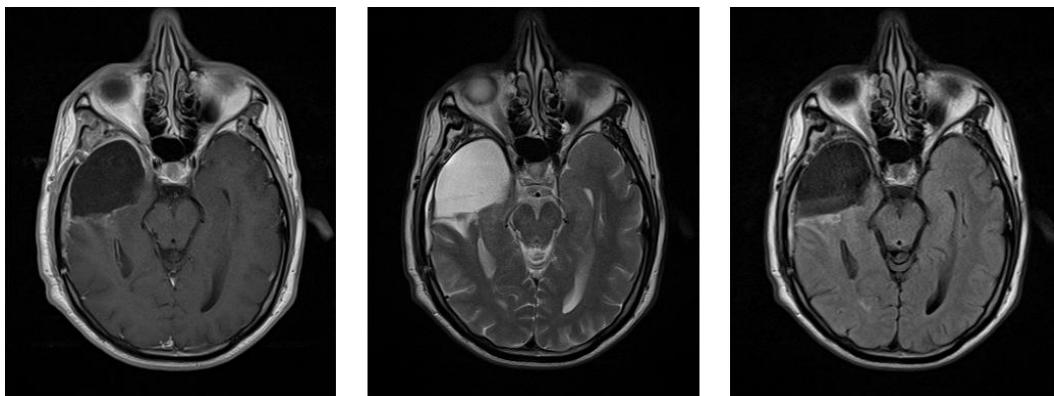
1: Conjunto de tres imágenes de RM
